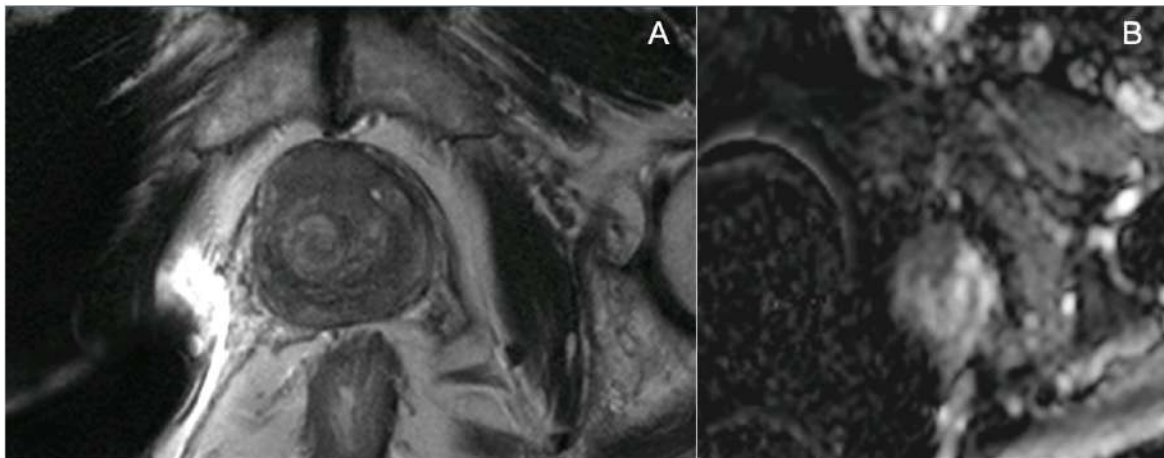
Estudi RM d'un pacient amb imatges parcialment artefactades però interpretables. A) Seqüència ponderada en T2 que mostra extens artefacte hipointens (en negre) al costat dret causat per ser portador d'una pròtesi total de maluc dreta. B) El mapa d'ADC resulta interpretable apreciant àrea de restricció significativa de la difusió a ZP apical anterior dreta.
